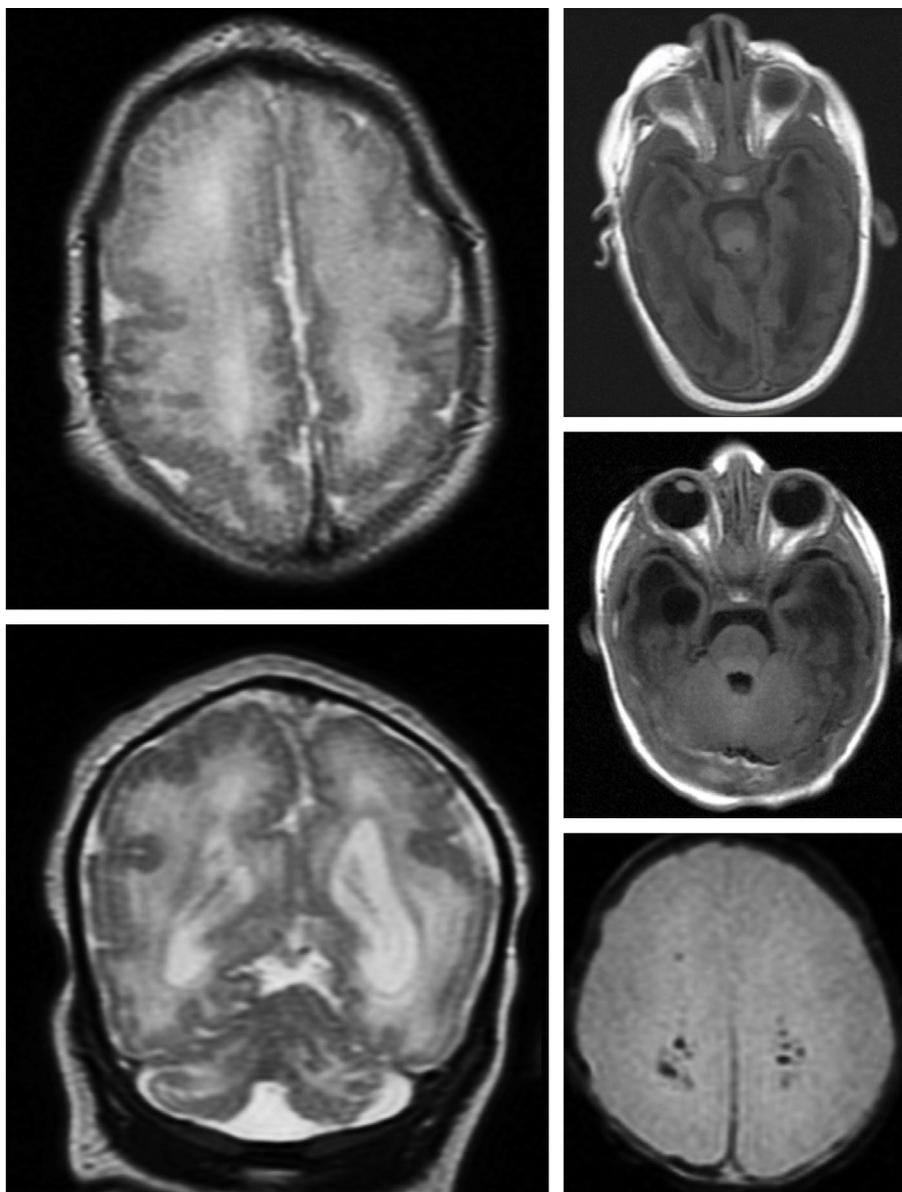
RM de lactante con CMV congénito sintomático. Se aprecian áreas de polimicrogiria, afectación difusa de la sustancia blanca, quistes en lóbulos temporales y calcificaciones cerebrales.
